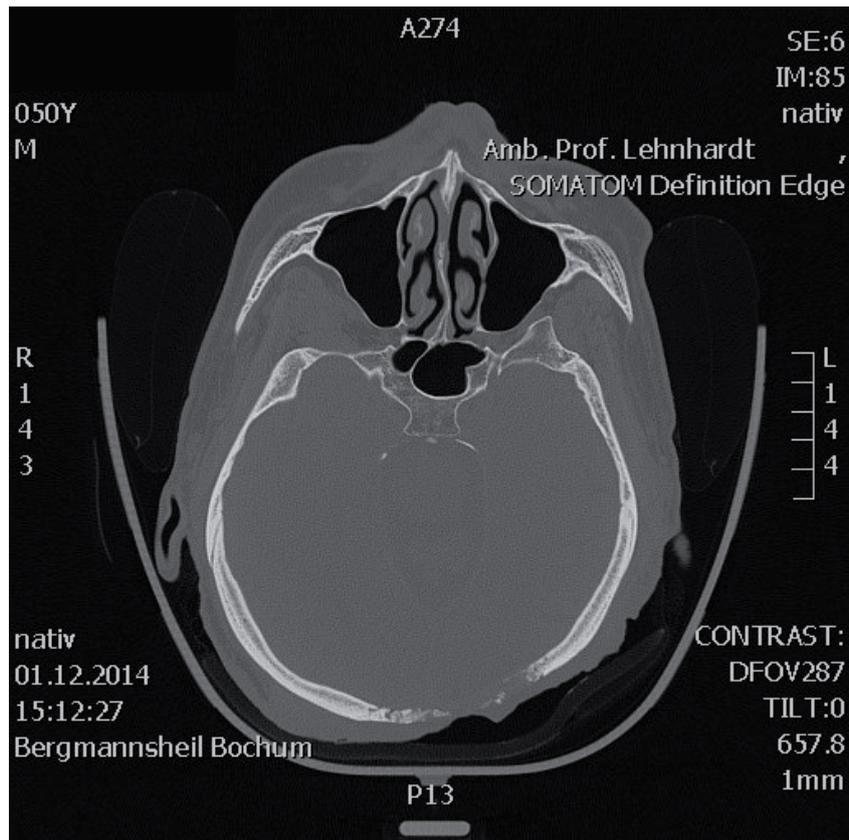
CT mit Verlust der occipitalen Schädeldecke
